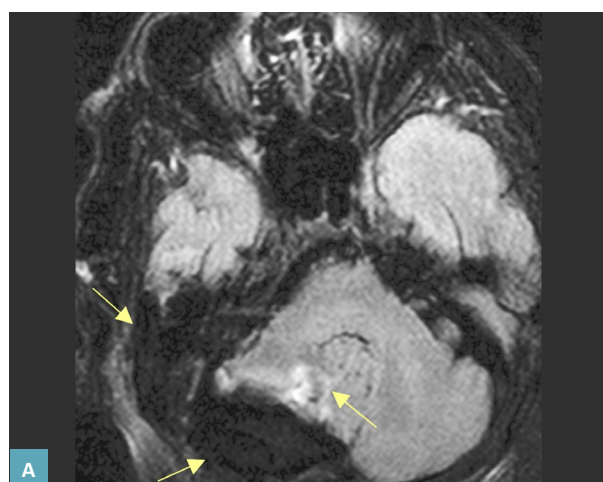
МРТ головного мозга в аксиальной (А) и сагиттальной проекции (Б). Остаточная опухоль мозжечка (желтые стрелки).
